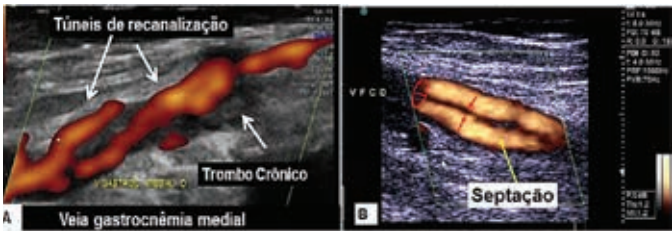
Fase final de recanalização da TVP ao Doppler de amplitude apresentando túneis de recanalização(A). Sinal do dedo de luva (B)
